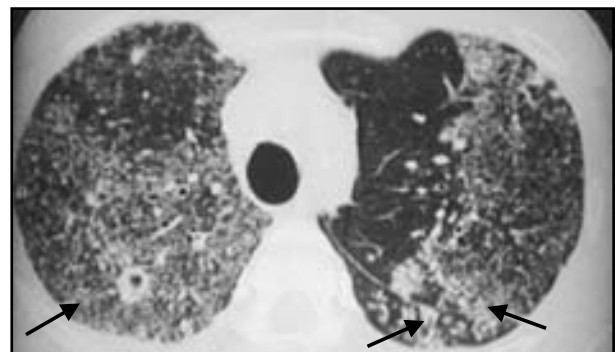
TCAR demonstrando pequena cavidade de paredes espessadas localizada no segmento posterior do lobo superior direito, não visualizada na radiografia convencional. Notam-se, ainda, outras alterações características da tuberculose, representadas por nódulos acinares agrupados com aspecto de árvore em brotamento (setas) e dilatações brônquicas de permeio.
